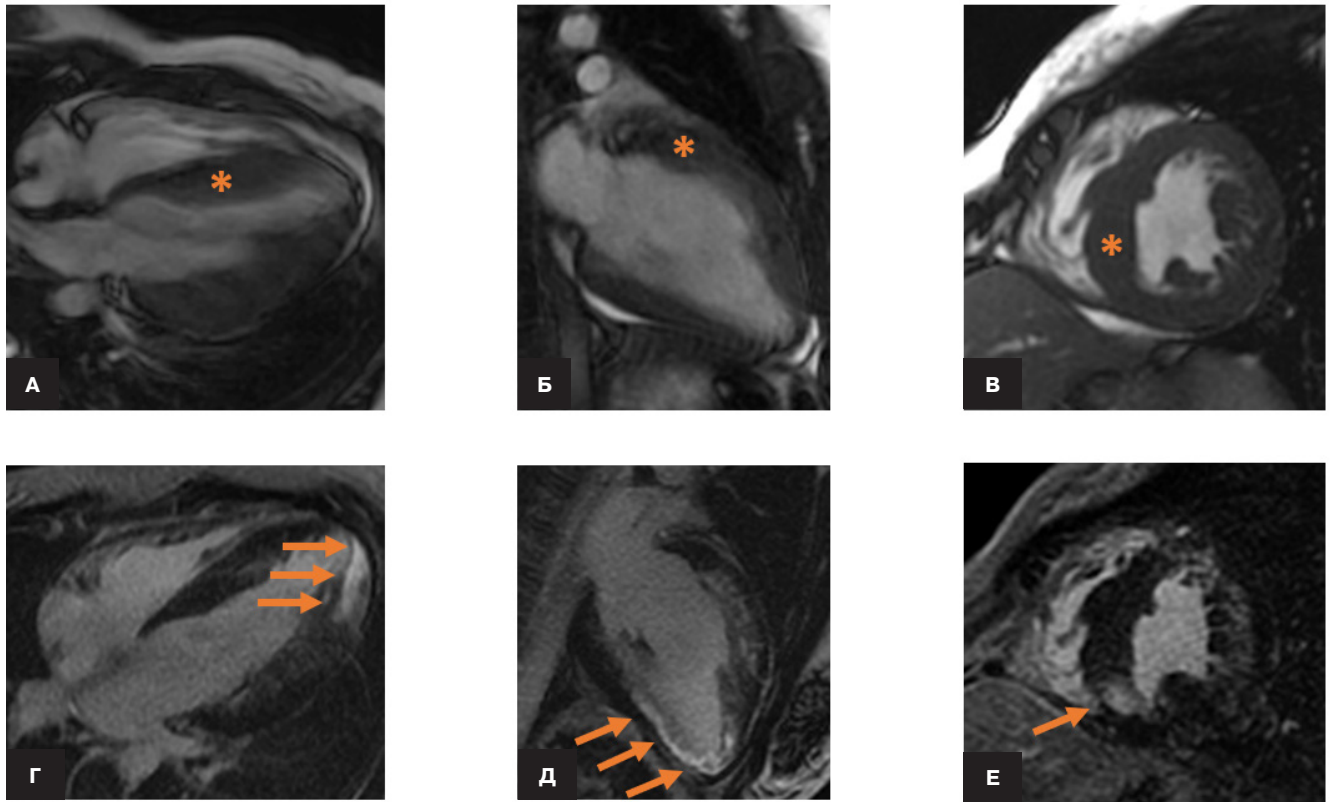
МРТ сердца пациентки 1.
